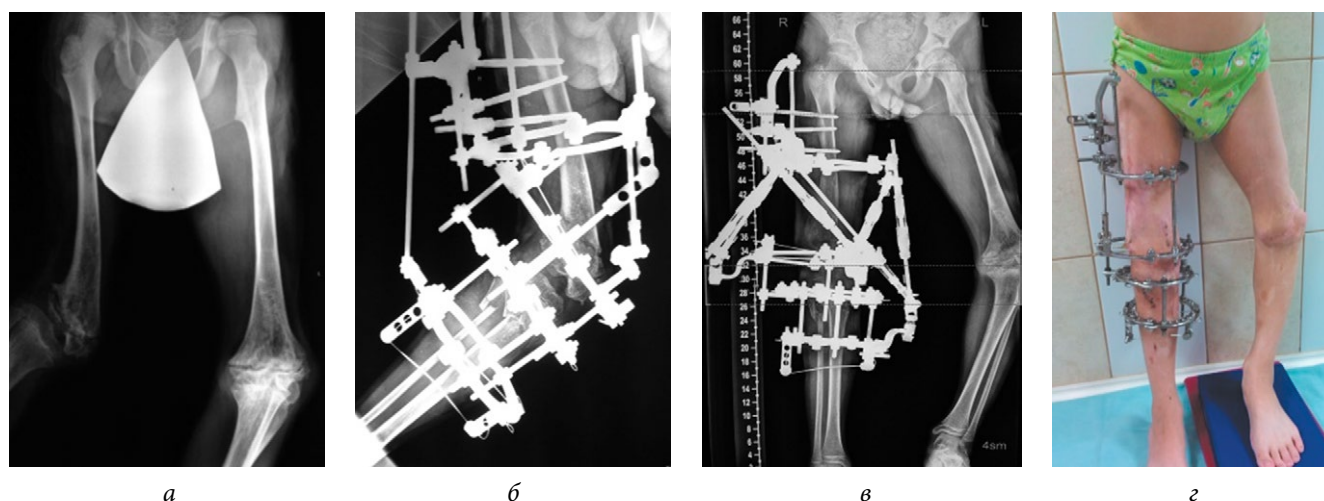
Рентгенограммы (а-в) и фотография (г) пациента К. до (а), во время (б) и после завершения (в, г) коррек- ции деформации правой нижней конечности
